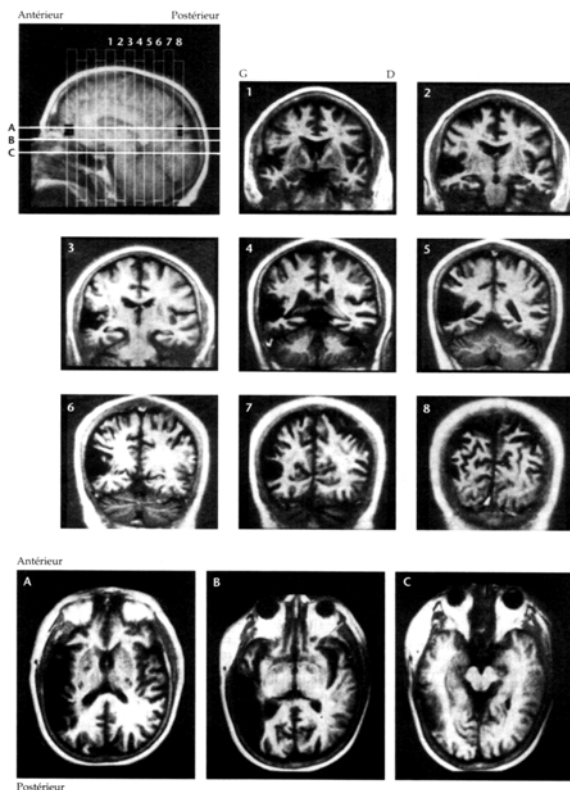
Images IRM du cerveau d'un patient atteint d'une aphasie de Wernicke
